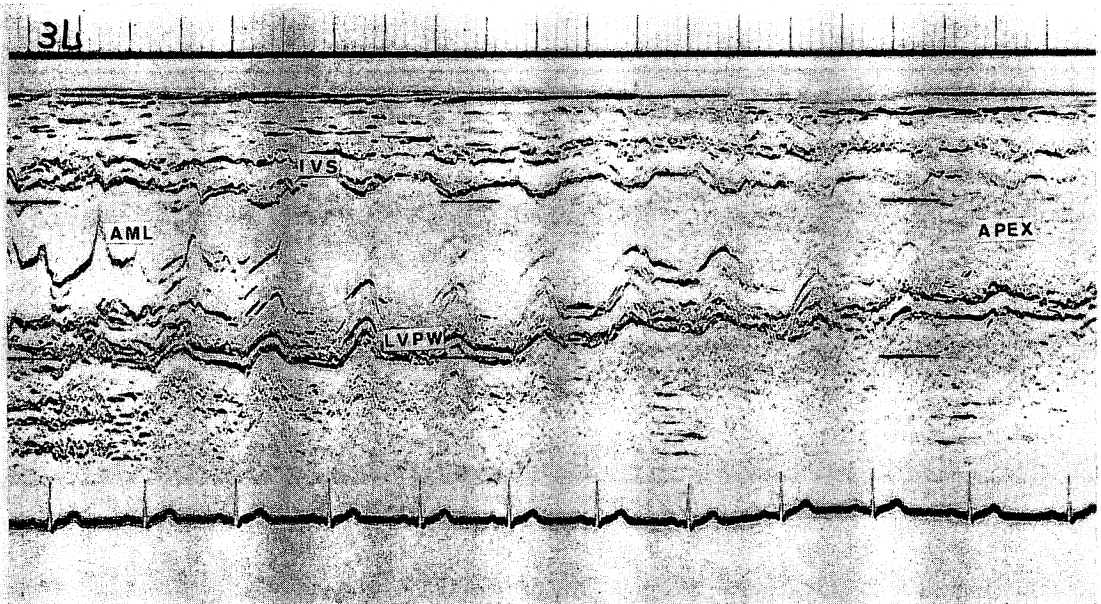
Echocardiogram of normal subject.
